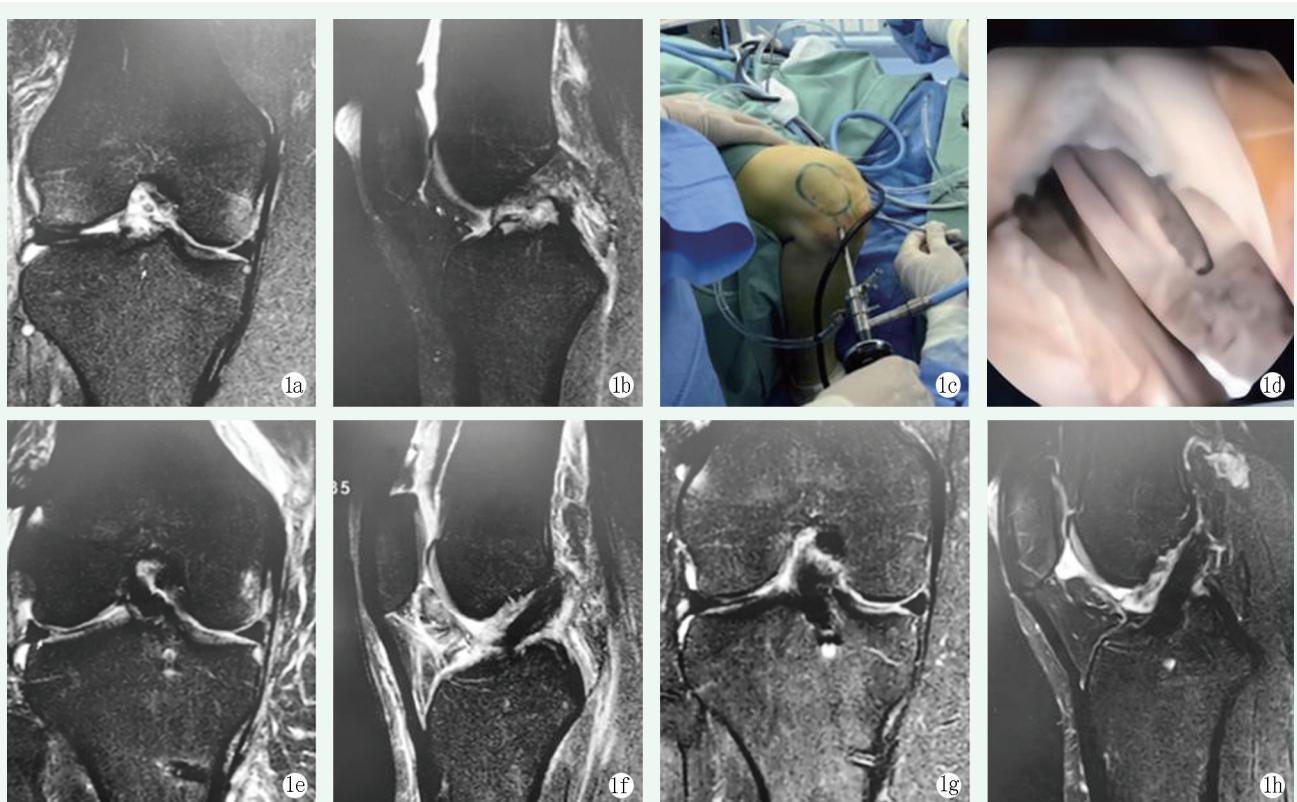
患者男性，34岁。1a, 1b: 术前 MRI 显示右侧 ACL 断裂；1c, 1d: 关节镜 ACL 重建术建立股骨侧骨隧道，引入移植物，采用 Endobutton 固定袢固定；1e, 1f: 术后 1 个月 MRI 所见；1g, 1h: 术后 3 个月 MRI 所见。
